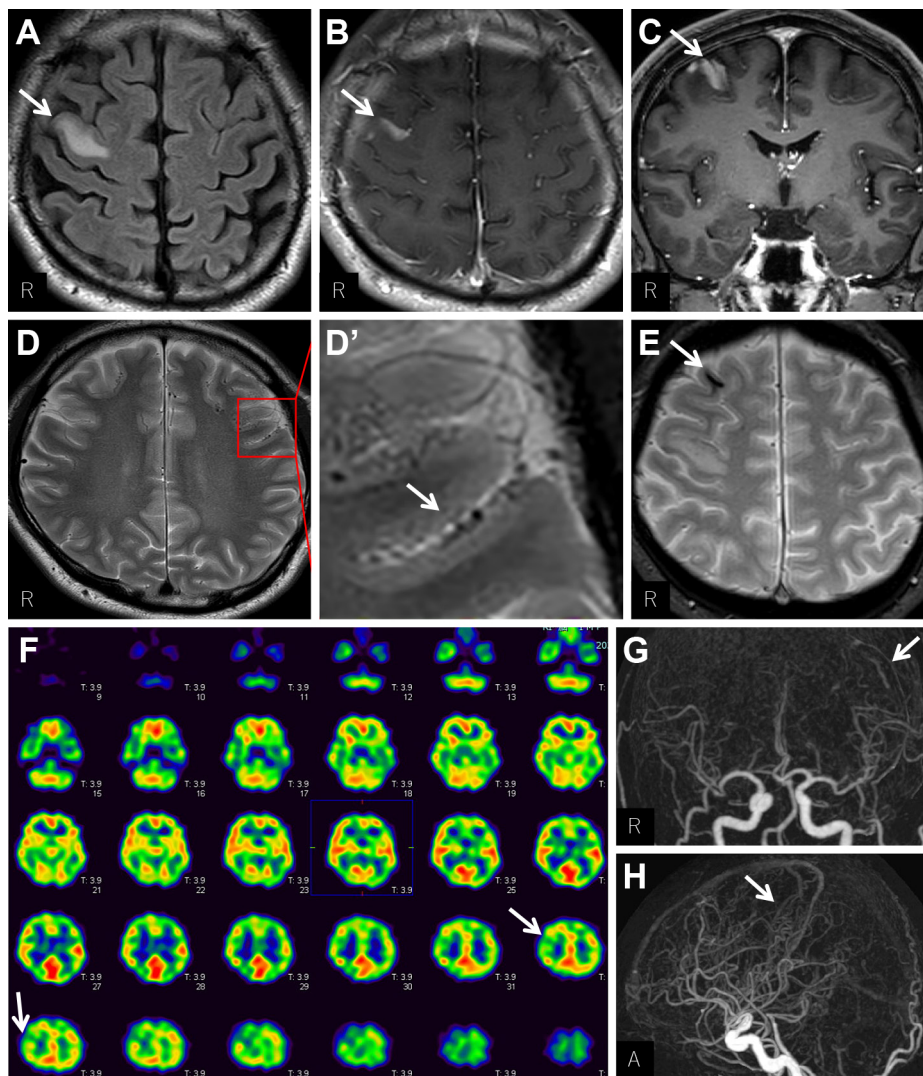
Brain MRI, ^{123}I -N-isopropyl-p-iodoamphetamine single-photon emission computed tomography (^{123}I -IMP-SPECT), and Computed tomography (CT) angiography findings.
